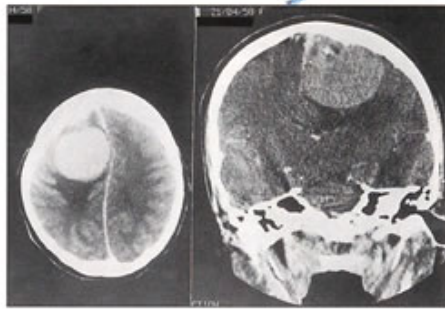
TDM : Méningiome parasagittal.
